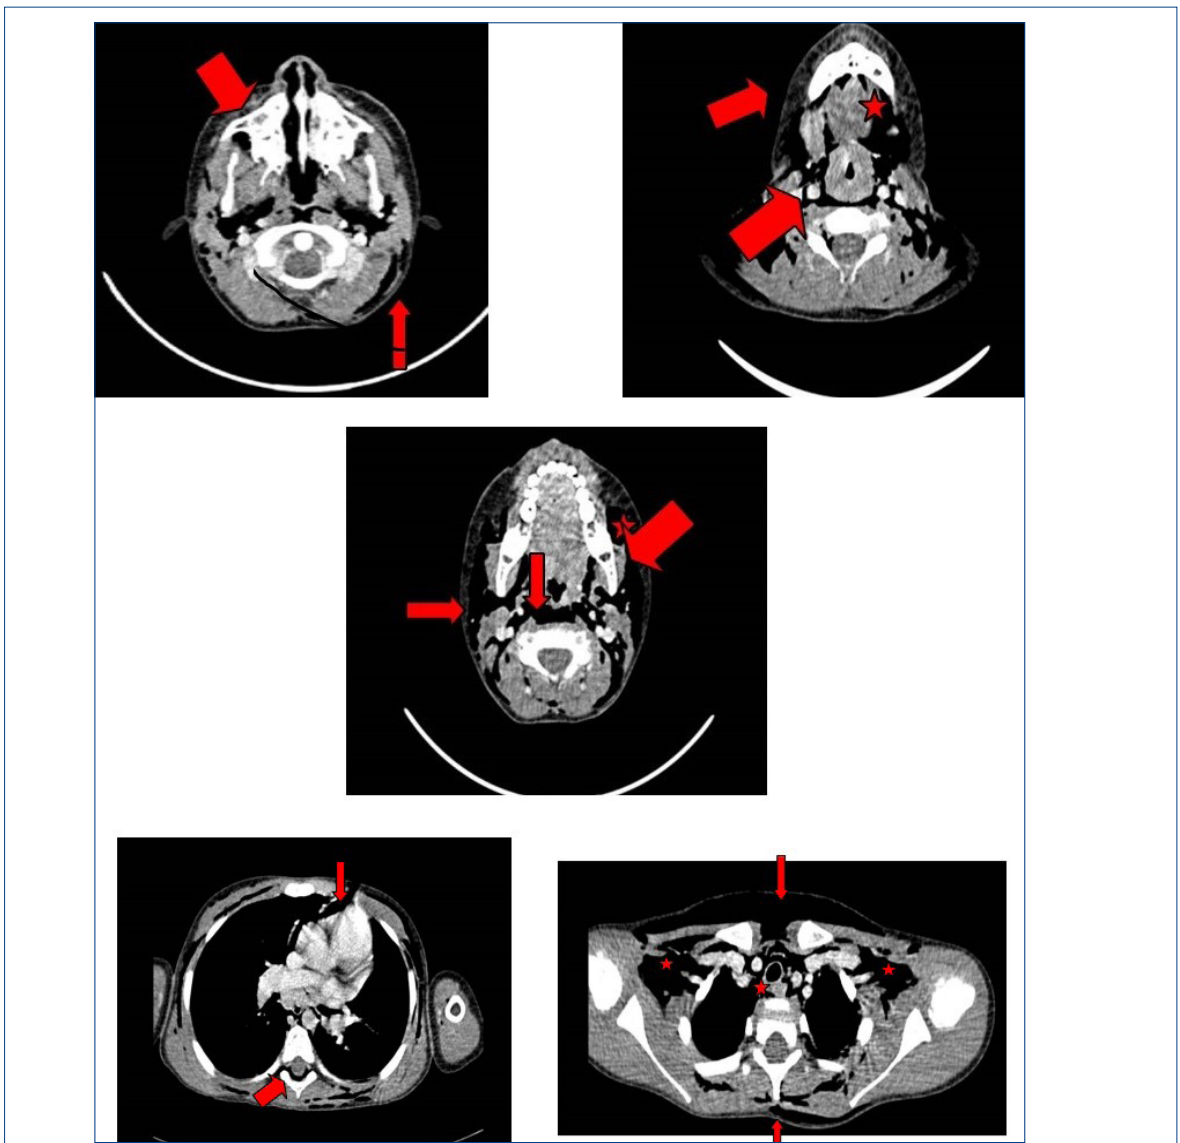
TAC donde se evidencia el aire disecando los diferentes espacios. Se puede visualizar neumomediastino y neumorraquis asociado.
